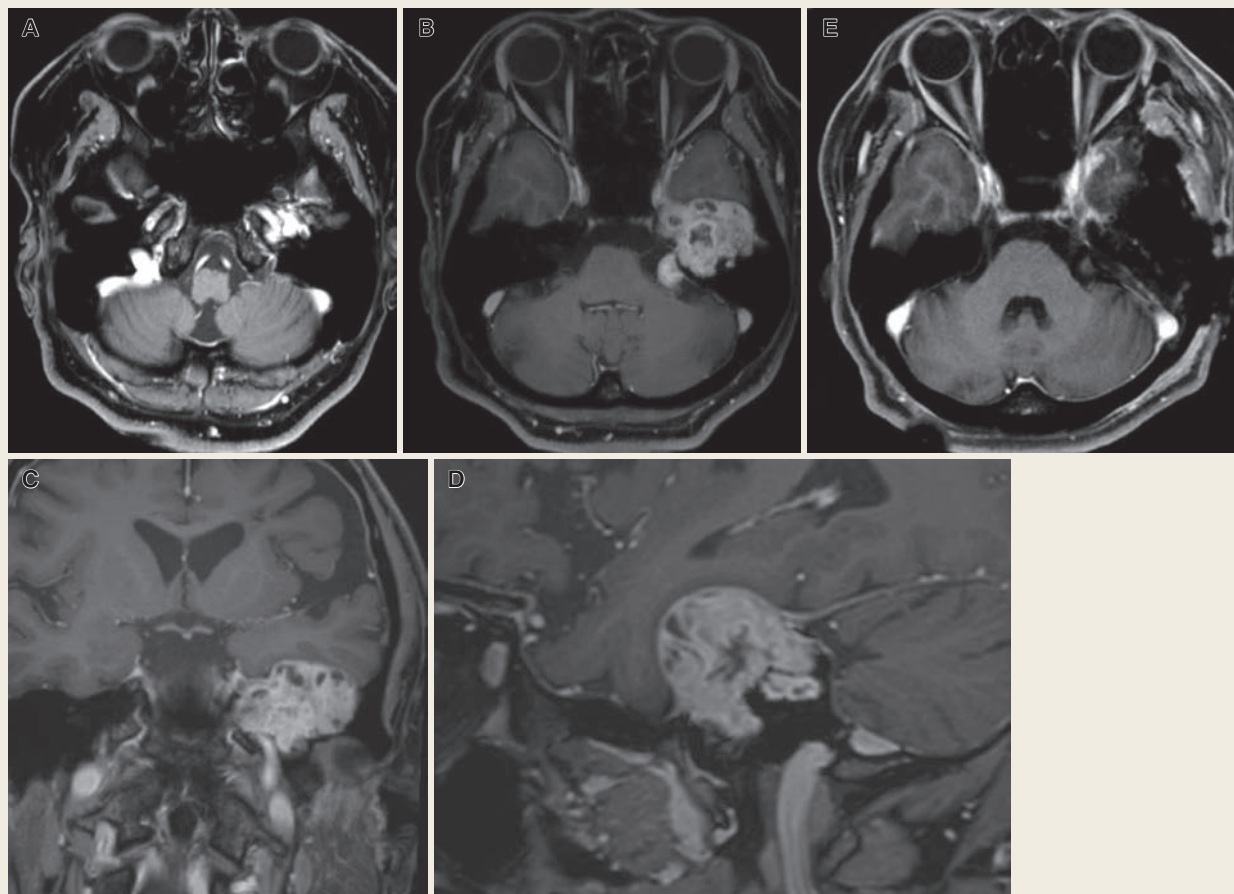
Preoperative axial (A, B), coronal (C) and sagittal (D) magnetic resonance images with gadolinium enhancement showing a homogeneous mass lesion in the left infratemporal and posterior cranial fossa. Postoperative axial (E) shows the tumor removal of middle cranial fossa.
